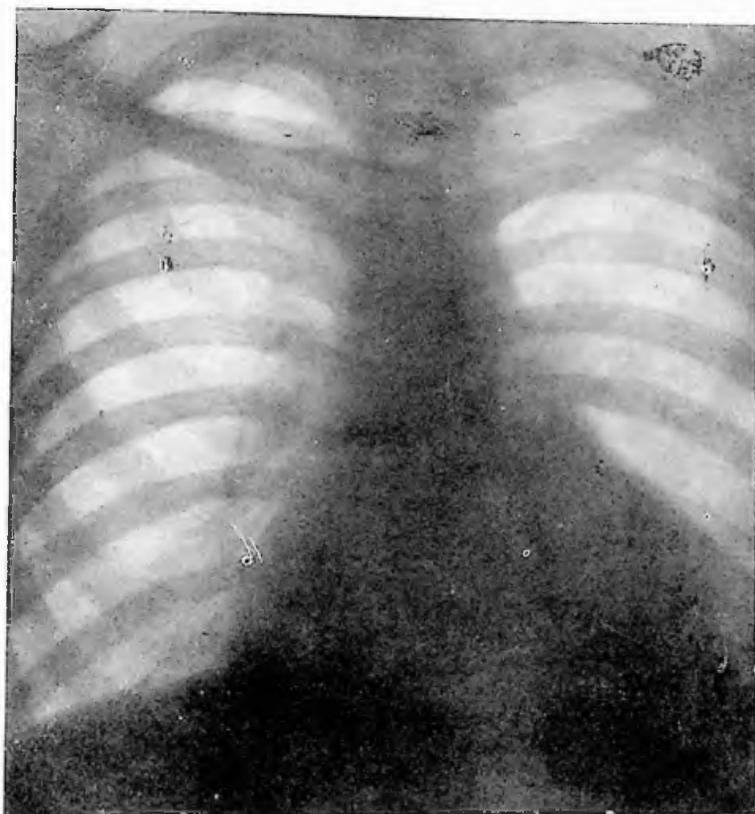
Obs. XXIX: Tele-radiografia do tórax em 4-10-46.
